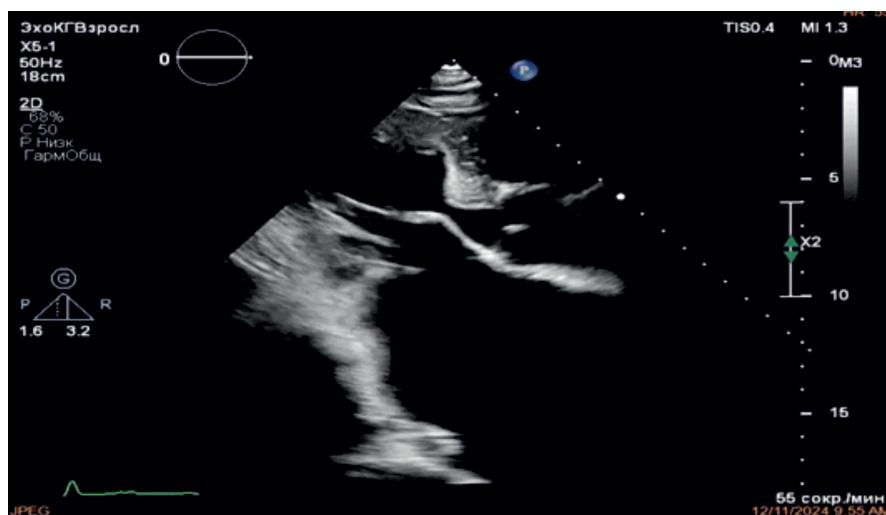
Эхокардиография пациента Б. в левой парастернальной позиции по длинной оси (через 17 месяцев после операции). Дилатация левого предсердия.
